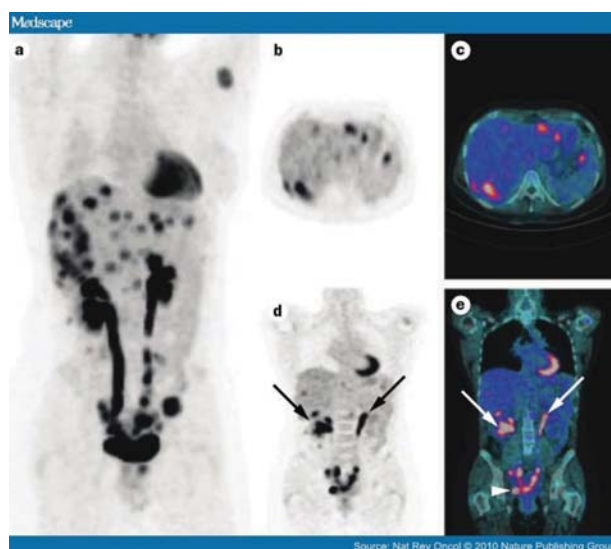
ПЭТ-КТ пациентки 29 лет, страдающей раком яичников IV стадии: а) проекция максимальной интенсивности (МИП) – множественные участки повышенного накопления ^{18}F -флуордезоксиглюкозы в печени, перитонеально и в внутрибрюшных лимфоузлах. Отдаленный метастаз в головке левой плечевой кости [21].
